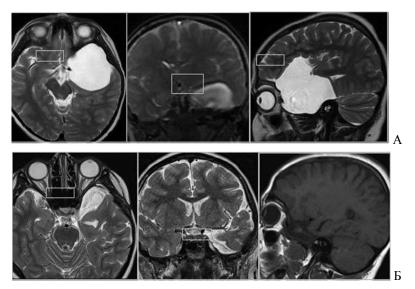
MPT головного мозга до операции (A), после операции (Б). Figure 4. MRI of the brain before surgery (A), after surgery (B).
